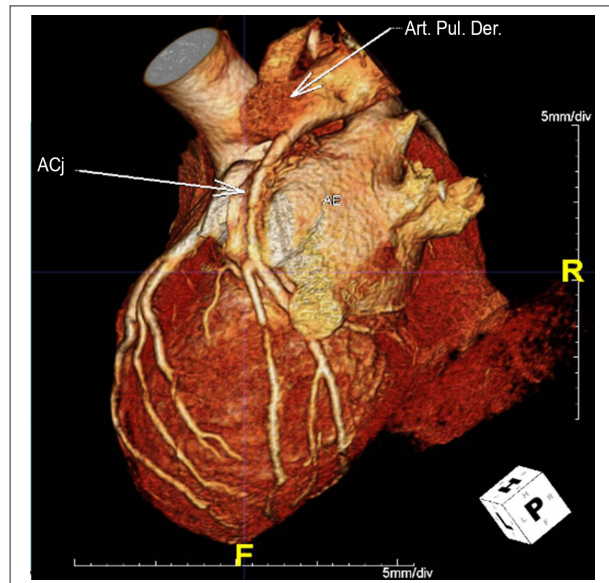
Tomografía mostrando el origen anómalo de la circunfleja y su trayecto.
